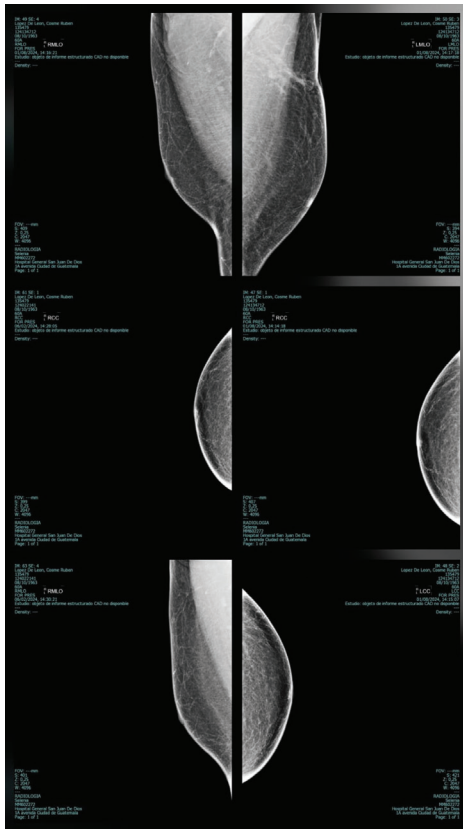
MAMOGRAFÍA Y USG DE MAMA BILATERAL: (BIRADS 2), Mamas predominantemente grasas, cambios post quirúrgicos estables, ganglios linfáticos axilares, calcificaciones típicamente benignas, micro calcificaciones dispersas.
